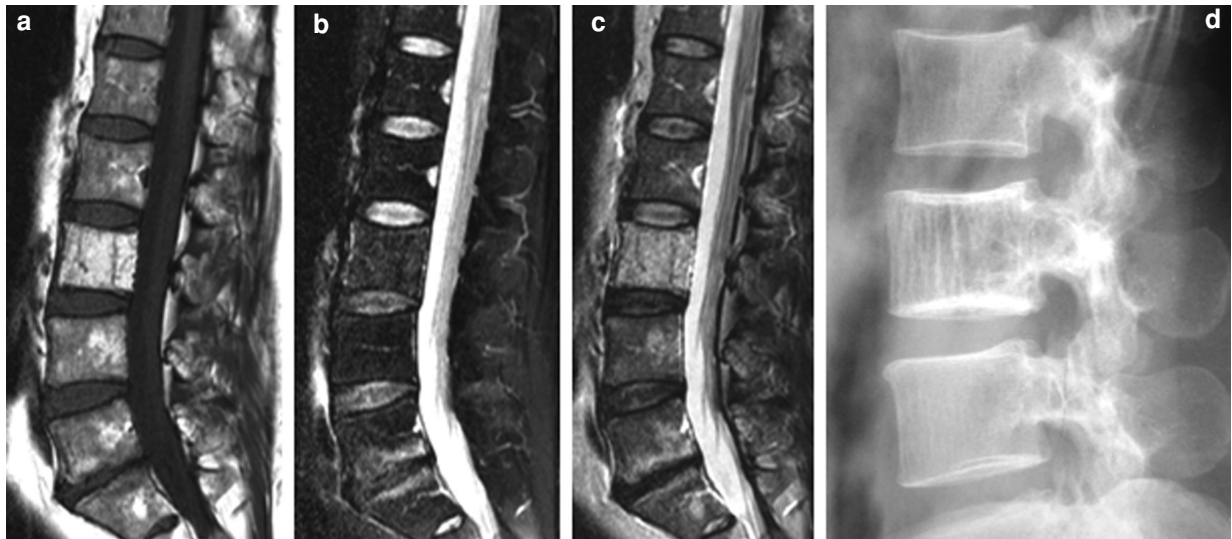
Hémangiome vertébral typique. (a) Coupe sagittale SE T1 (b) SE T2 et (c) densité protonique avec annulation du signal de la graisse de la colonne lombaire d'un patient de 54 ans. Anomalie en hypersignal T1 au sein du corps vertébral de L3. Signal intermédiaire T2 et rehaussement subtil de l'intensité du signal sur la séquence avec annulation du signal de la graisse. (d) Radiographie de profil de la colonne vertébrale démontrant un remaniement focal de la structure osseuse typique d'un hémangiome vertébral (hypertrophie du réseau trabéculaire vertébral sans modification significative du cortex).
